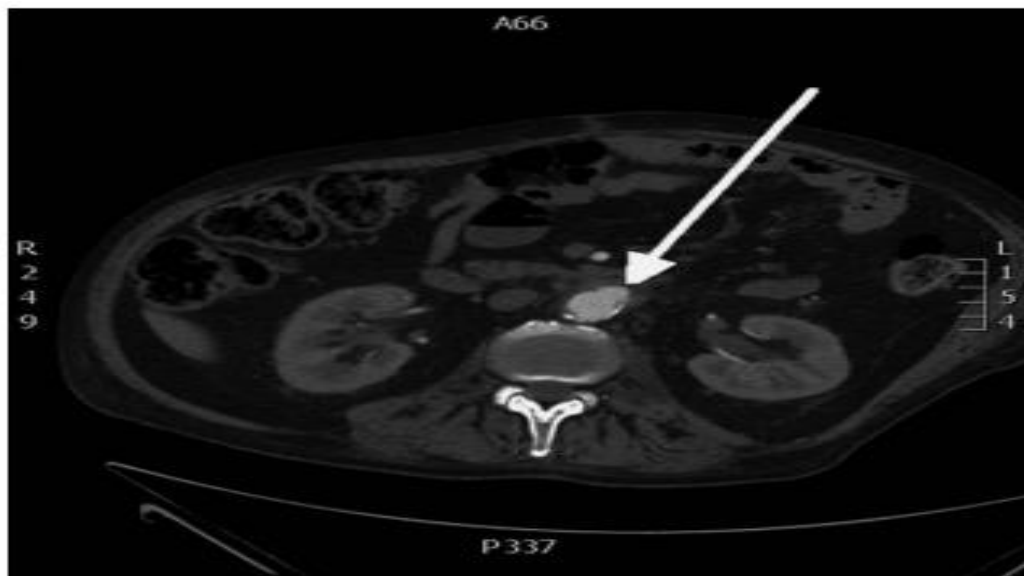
Angio-TDM abdominale du 5eme cas, qui montre saillie aortique dans le duodénum.
